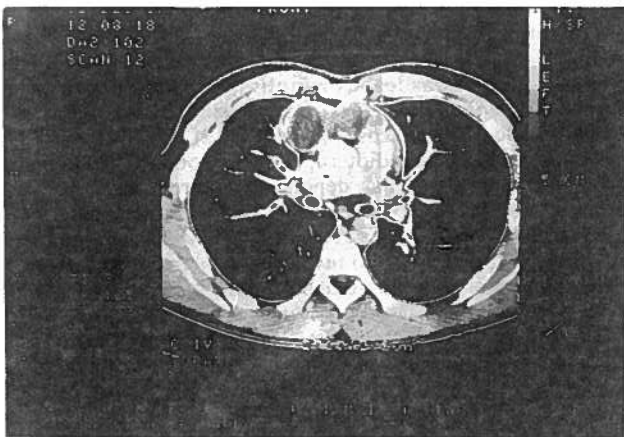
TAC torácica 60 dias pós-quimioterapia: novo alargamento do mediastino, ocupando progressivamente a loca tímica com densidade heterogénea.
